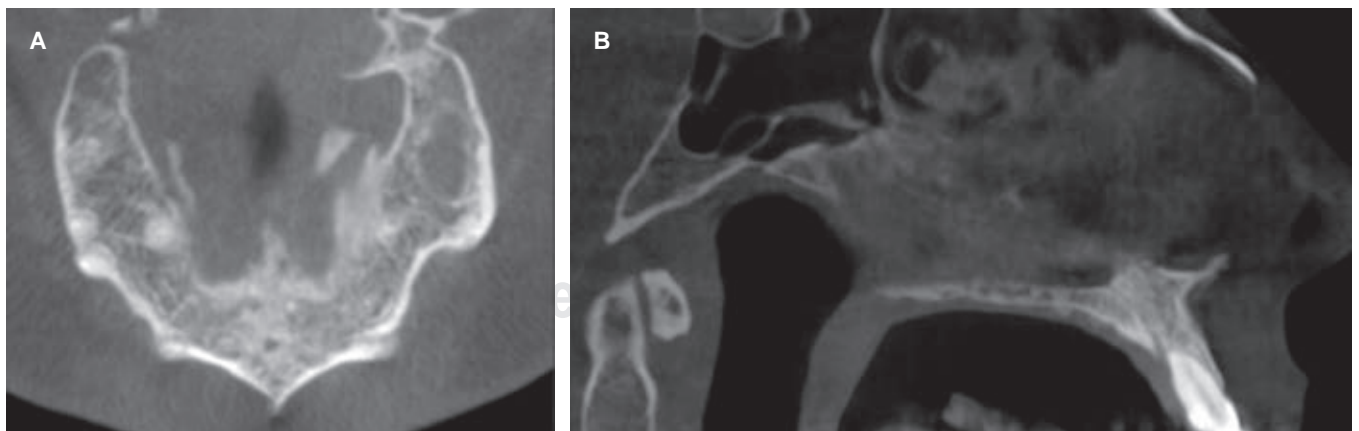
CBCT de seguimiento del caso. A) Corte transversal. Se observa neoformación de tejido óseo, sin recidivas de lesiones en región intervenida. B) Corte sagital.
